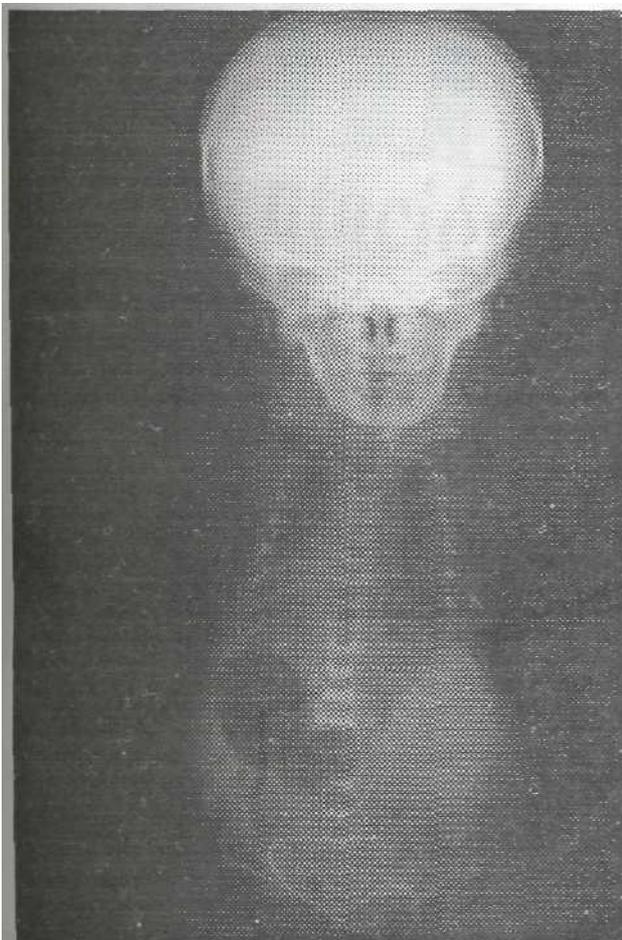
radiografía corporal que muestra la forma anormal de los cuerpos vertebrales y de la pelvis, así como el acortamiento de los huesos de las extremidades con curvatura característica.
